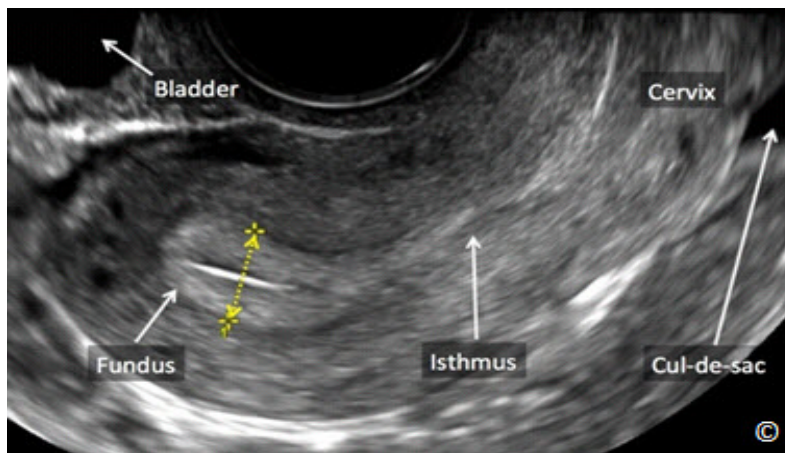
Ultrasonido transvaginal del plano medio sagital de un útero anteflexionado que muestra la vejiga en la porción superior izquierda de la imagen, la región fúndica cerca de la vejiga, el istmo y el cérvix en la porción superior derecha de la imagen. En esta imagen se mide el grosor endometrial (flecha amarilla doble y calibradores). El saco de Douglas también está rotulado y muestra líquido pélvico.
